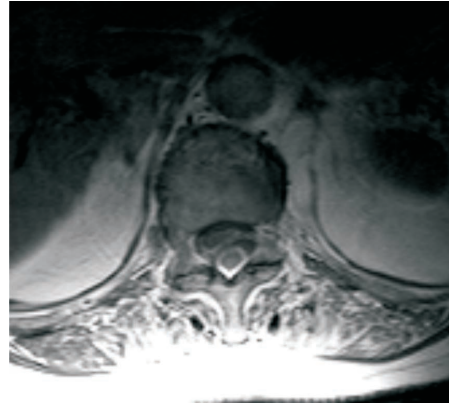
RM em T2, pós-contraste, demonstra realce periférico da lesão.
